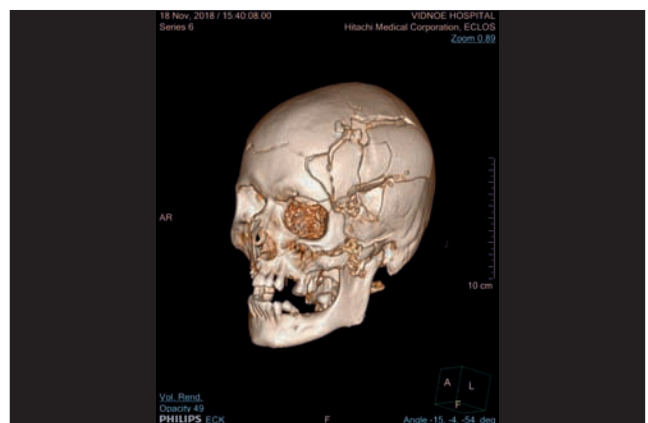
Компьютерная томография. 3D реконструкция. Многоскольчатые переломы костей мозгового и лицевого черепа слева (труп гр-на Б.)
